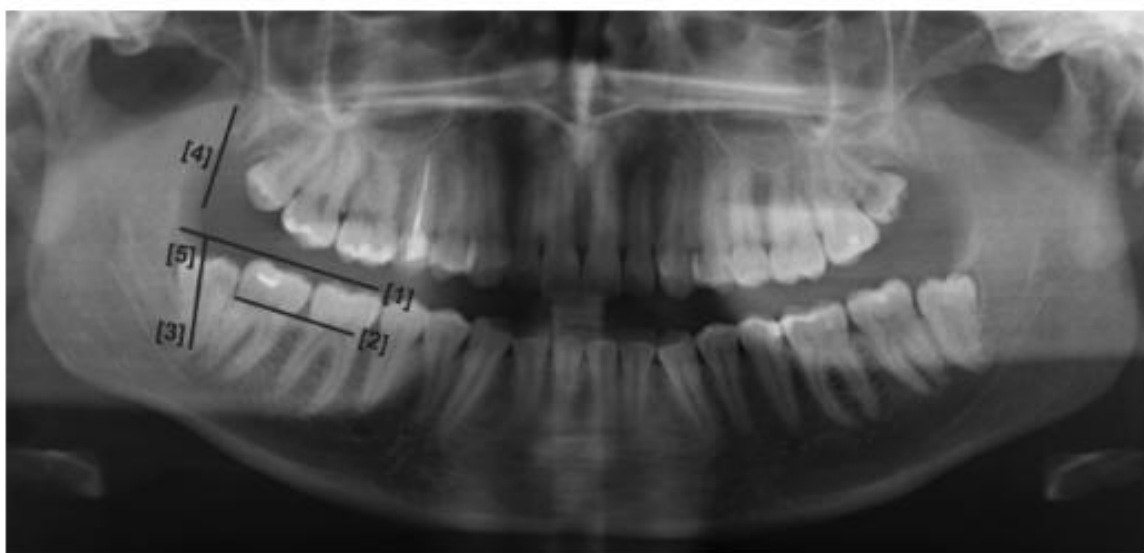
Figura #5. Evaluación de Radiografía Panorámica previo a la extracción de terceros molares mandibulares. Líneas trazadas en planos oclusal (1), cervical (2), longitud de eje axial del tercer molar (3), margen anterior de rama ascendente (4) y ángulo entre la línea oclusal y el eje longitudinal del tercer molar (5). Freudlsperger et al. Lower Third Molar Position and Inflammatory Complications. J Oral Maxillofac Surg 2012
